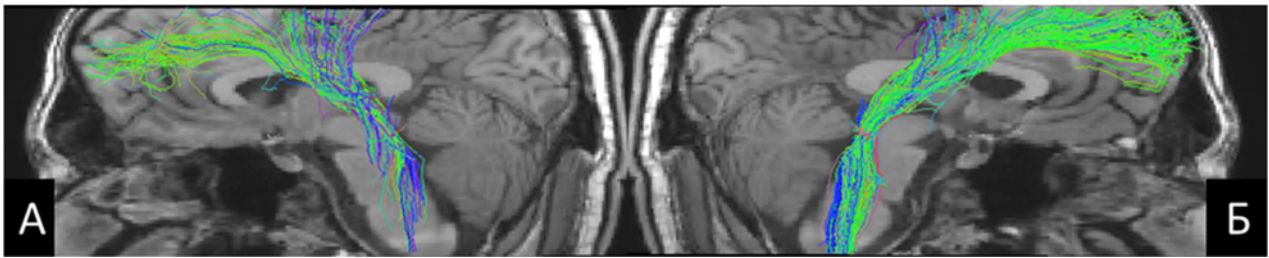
Трехмерные изображения левого (А) и правого (Б) трактов ретикулярной формации у здорового добровольца, построенные с помощью диффузионно-куртозисной МРТ
